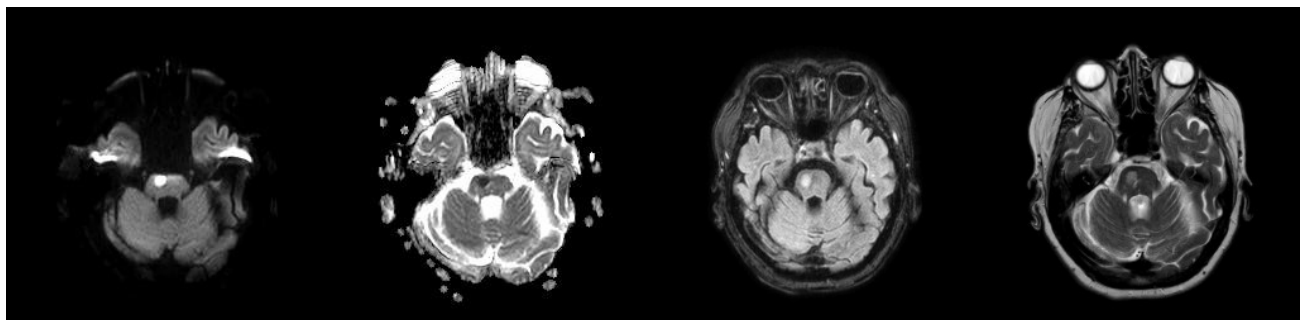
Typical signs of recent infarction in small brainstem lesions. A small oval lesion is visible in the anterior right side of the pontine area, with high signal intensity on diffusion-weighted trace imaging (Figure 3a), no signal on the ADC map (Figure 3b), and high signal intensity on both FLAIR and T2-weighted images (Figures 3c and 3d).
